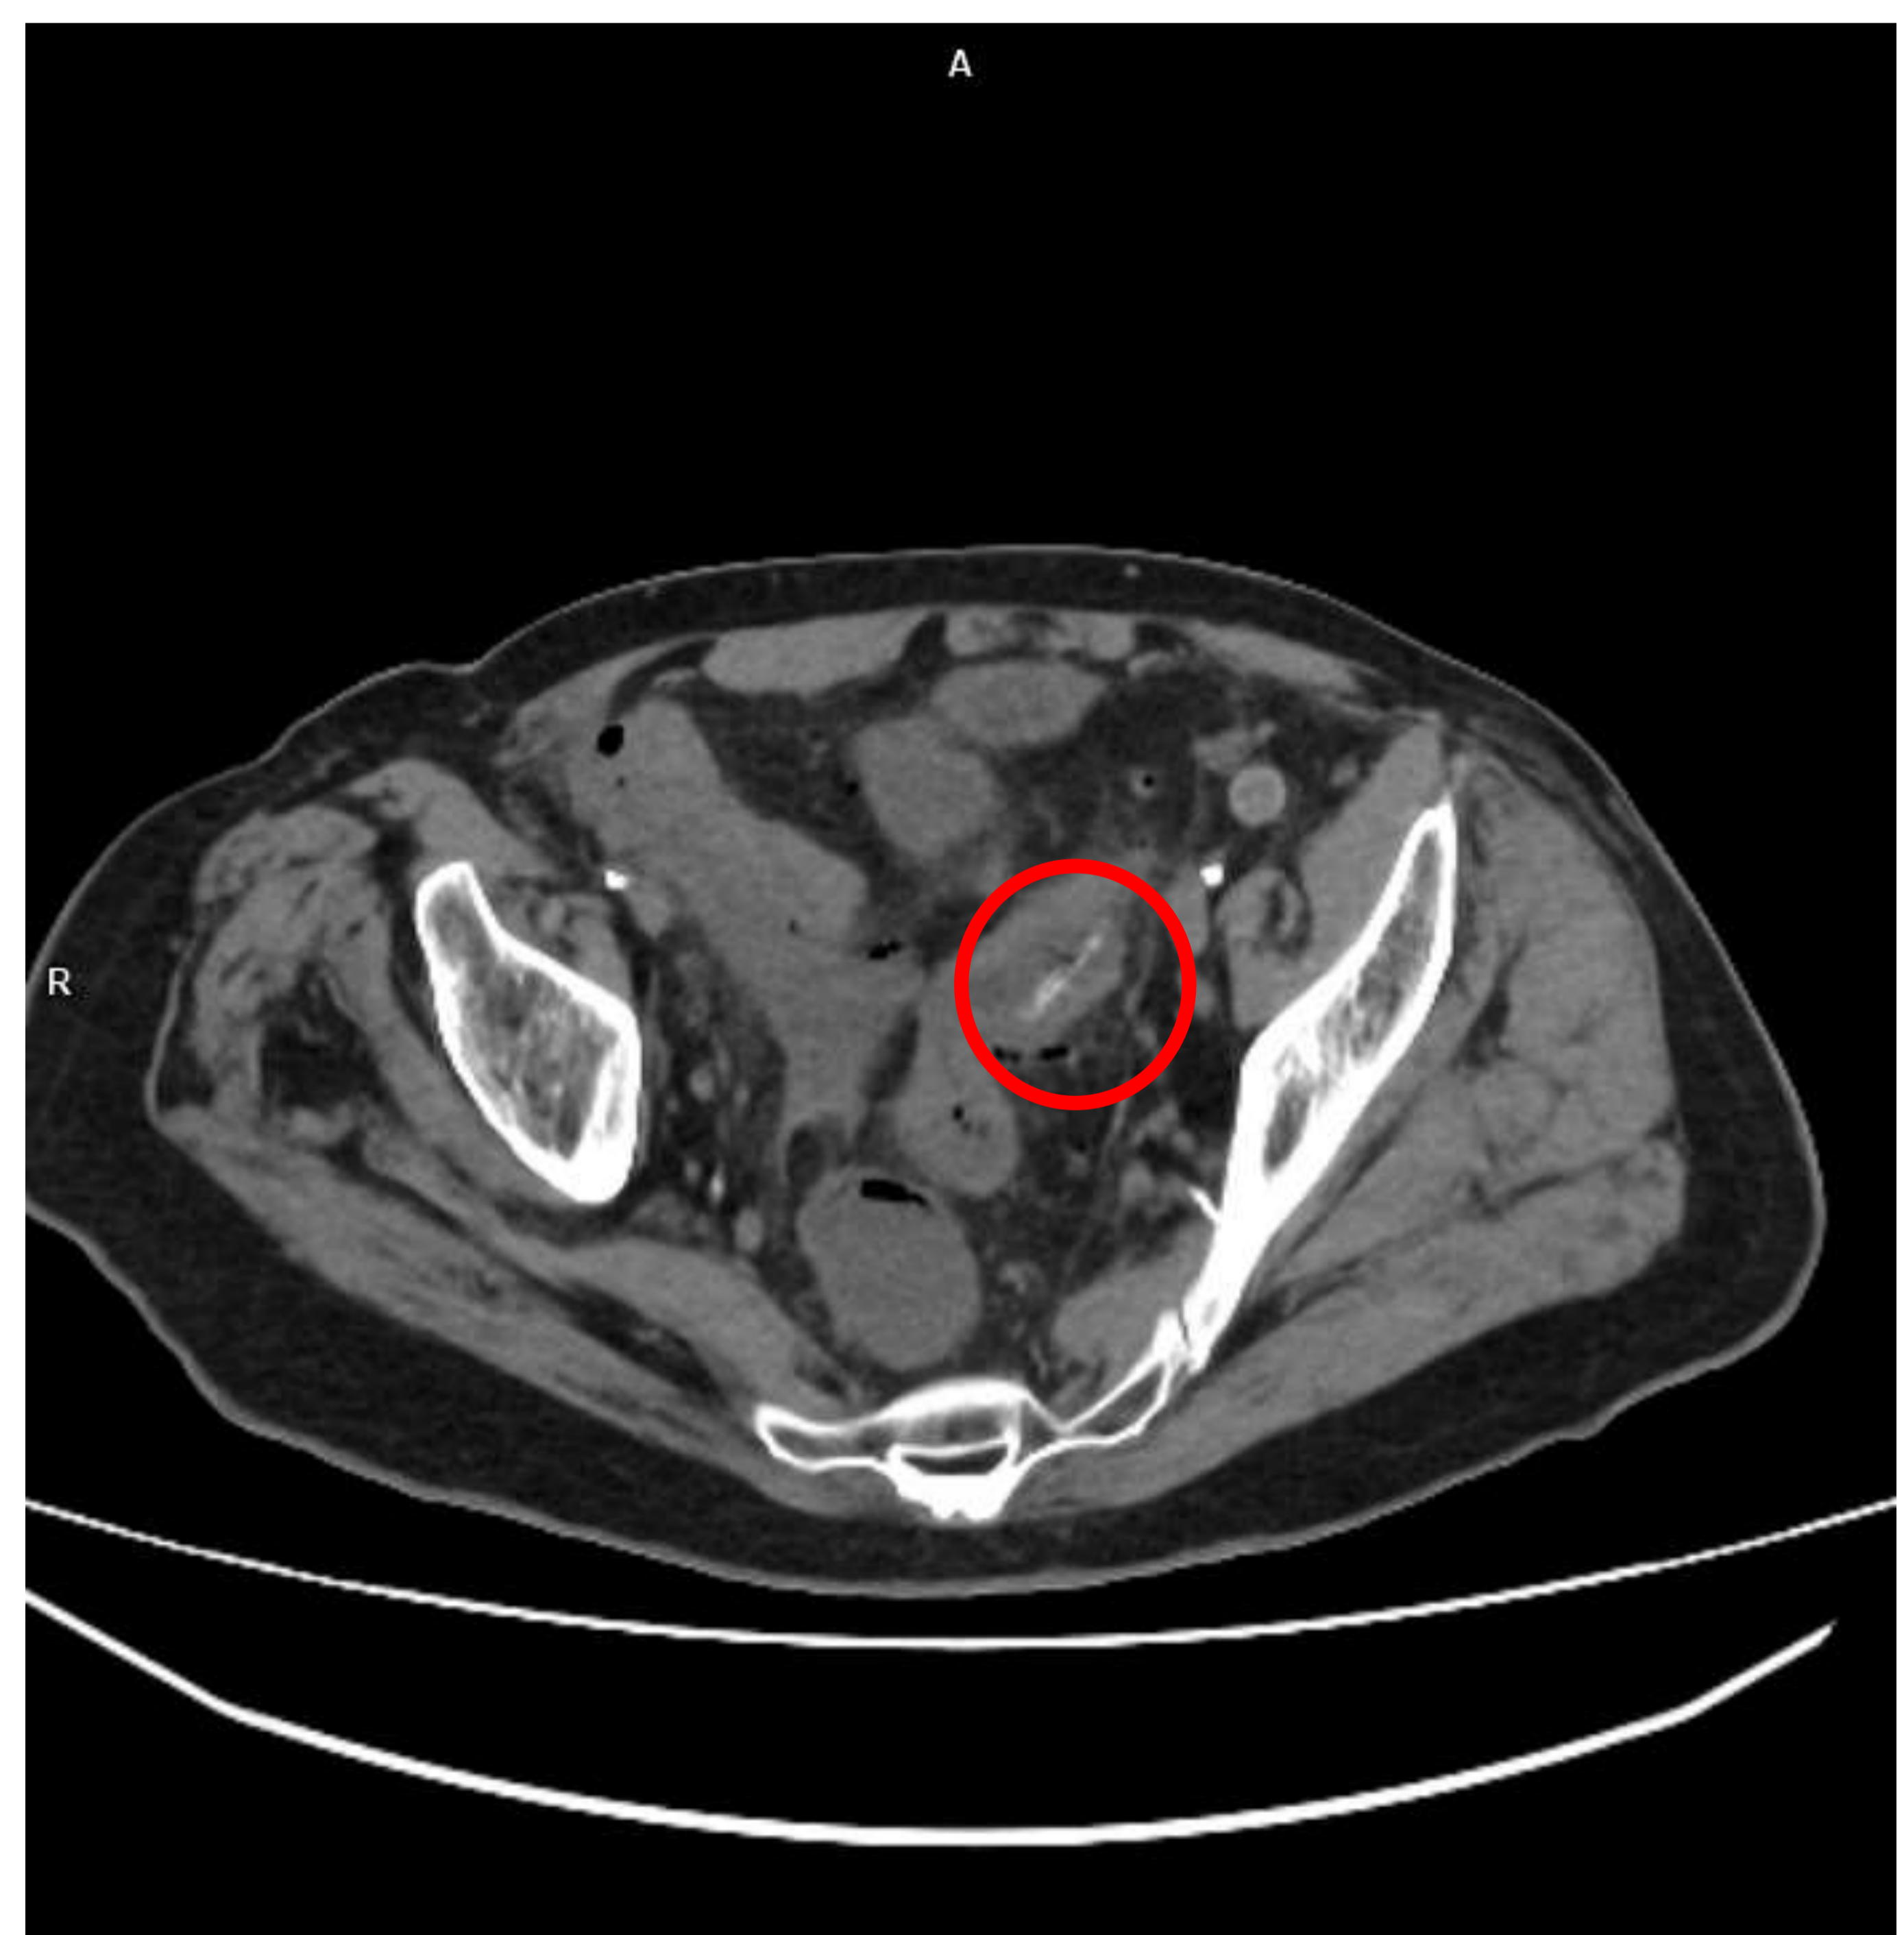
Perforación intestinal secundaria a cuerpo extraño. TC abdominopélvico fase portal, corte axial.
